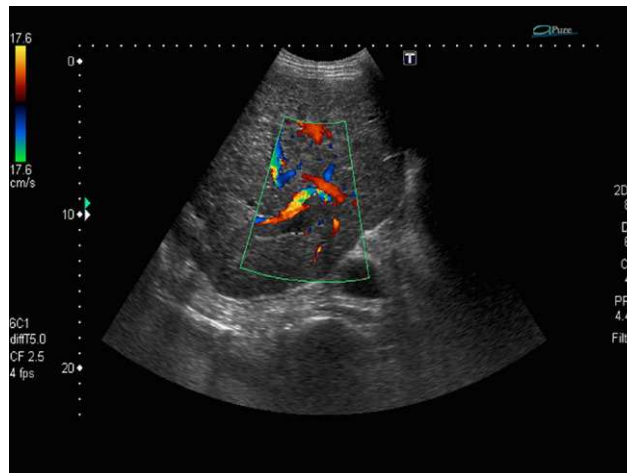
Imagen de ecografía abdominal donde se objetiva la trombosis portal indicativa de estadio BCLC C.
